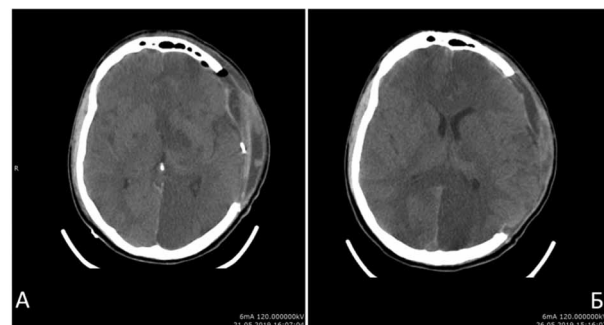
КТ пациента А, контрольные снимки после операции (ДКТЧ). Вторичная ишемия левого полушария головного мозга объемом до 160 см³. Figure 2. CT scan of patient A, postoperative follow-up images (PCCT). Secondary ischemia of the left hemisphere of the brain up to 160 cm³.
